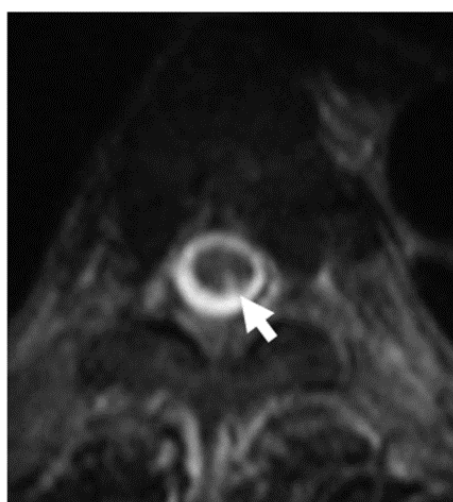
Postoperative T2-weighted magnetic resonance image showing the high intensity area at the left posterior column of the spinal cord, which represents a spinal cord infarct due to NBCA migration into the posterior spinal artery.
